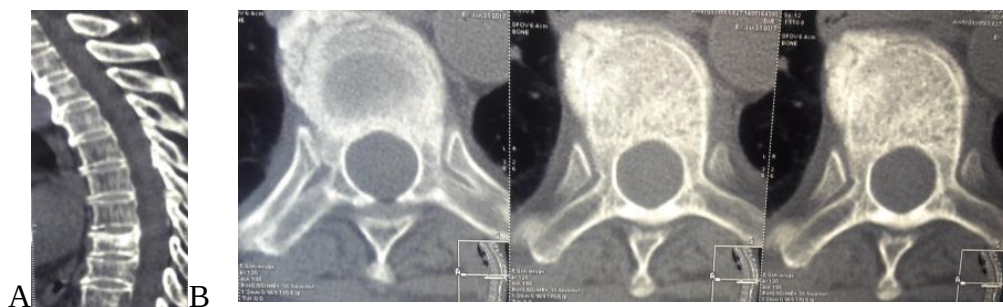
CT lombară A, B. A- CT în plan sagital: fractura tasata Th8, fără compresia canalului spinal; B- CT în plan axial: modificări osteolitice secundare.
